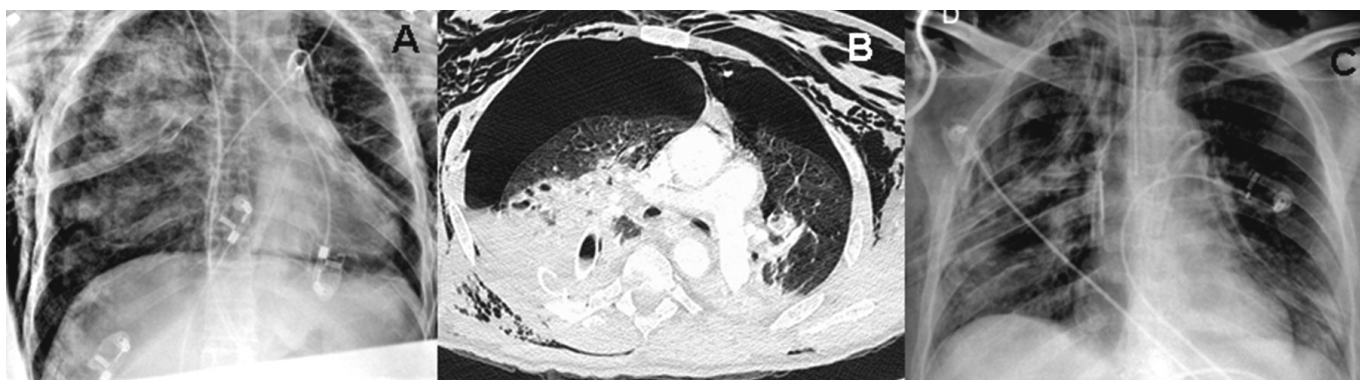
A) Radiografia de tórax de entrada com pneumotórax bilateral e extensa consolidação à direita, além de fraturas de arcos costais. B) Tomografia Computadorizada inicial de tórax com pneumotórax e extensas áreas de consolidações bilateralmente, compatível com politrauma com contusão pulmonar. C) Controle evolutivo radiológico na retirada do suporte extracorpóreo com melhora da contusão pulmonar e do pneumotórax.
